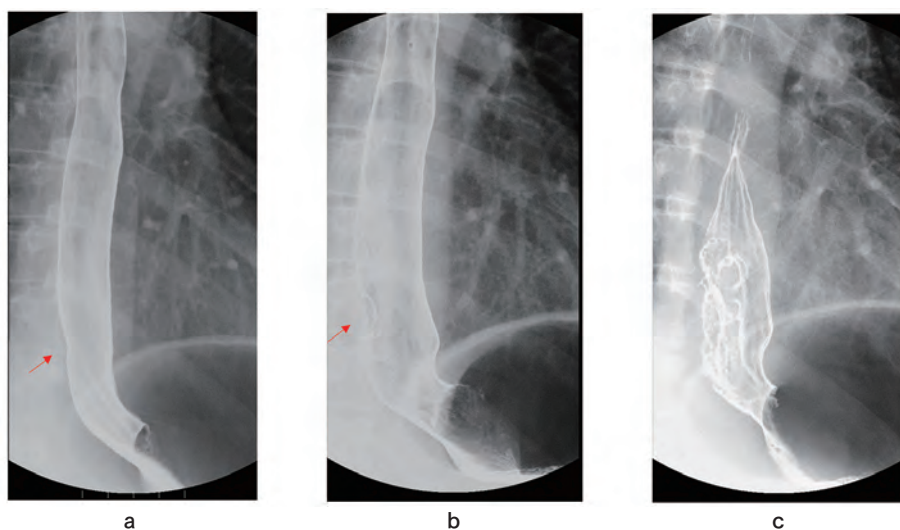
経過が追えたX線検診発見癌 (症例No.12). 56歳男性. 70mm大, Stage III: T2N3M0, 深達度MPの進行癌.
